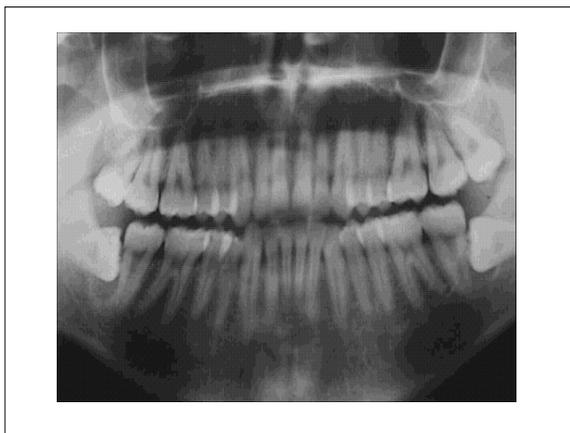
Ortopantomografía inicial: se visualizan ambos cordales inferiores incluidos, con sus respectivos sacos foliculares. Obsérvese que el saco folicular derecho es algo mayor que el izquierdo.
